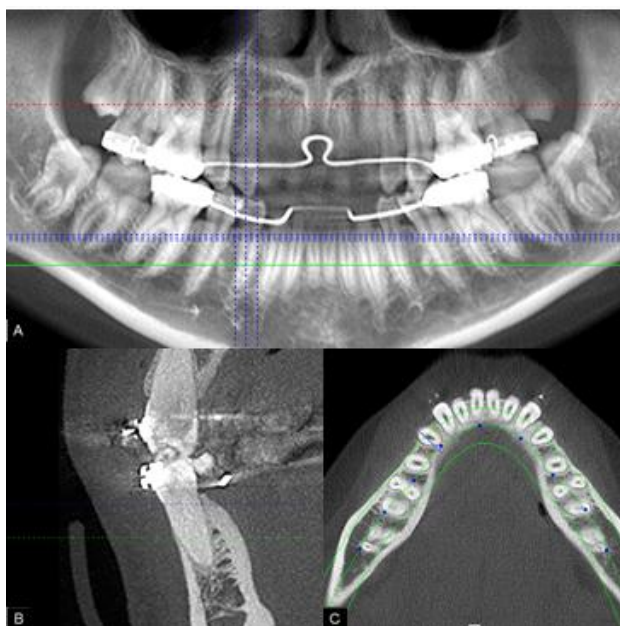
Tomografia computadorizada cone beam visualizada com software I-CAT viewer, demonstrando o dente doador 44 (B).
